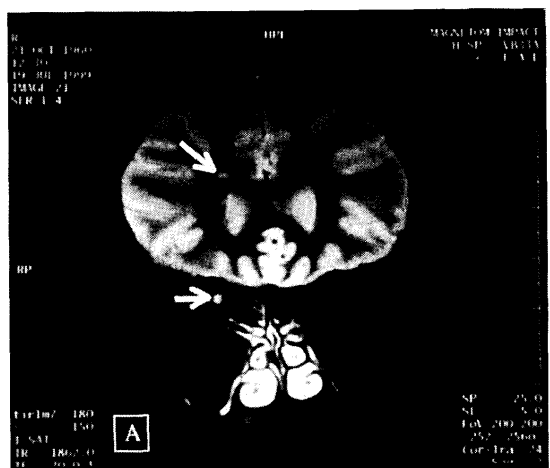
入院時の頭部MRI像(1.0Tesla, STIR法)。A:冠状断(TR 1862 msec, TE 30 msec), B:水平断(TR 1710 msec, TE 20 msec)。右視神経と右大脳白質に高輝度病変を認める。
